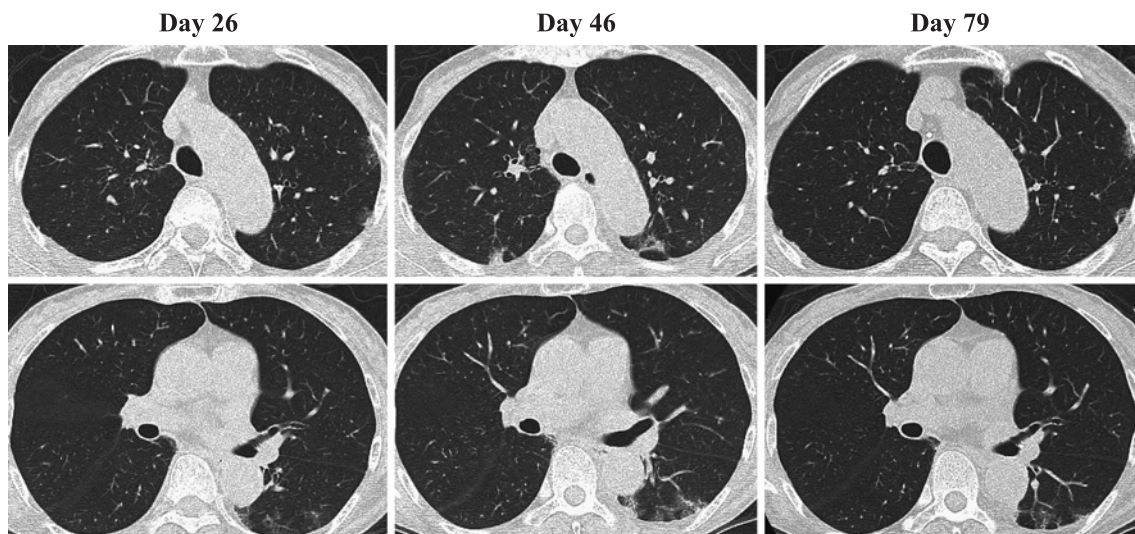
Because Cy-A caused liver damage, Cy-A was tapered off, and tacrolimus was simultaneously started. On chest HRCT, his GGO worsened on the 46th hospital day, when the dose of tacrolimus was increased from 3 mg/day to 4 mg/day, and his GGO decreased on the 79th hospital day.
